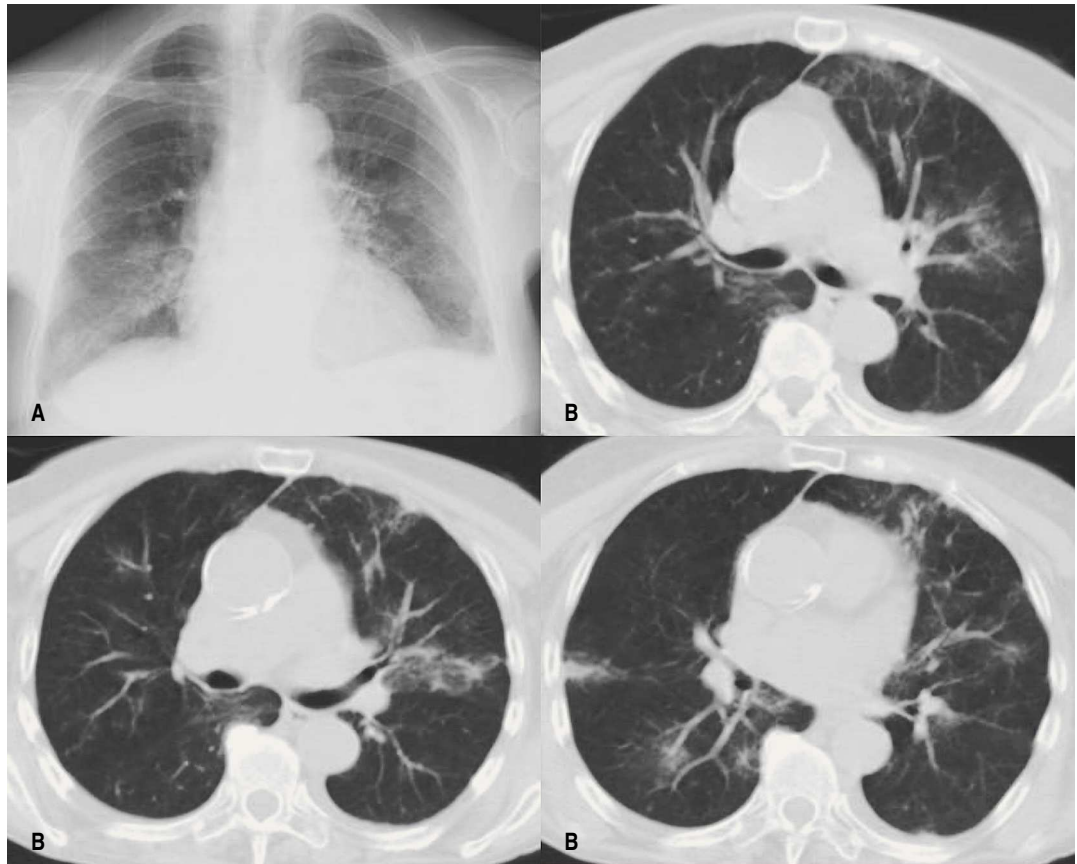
Hemorragia alveolar em doente com poliangite microscópica – Rx tórax (A) na fase inicial, e TC torácica (B) já em fase de reabsorção
